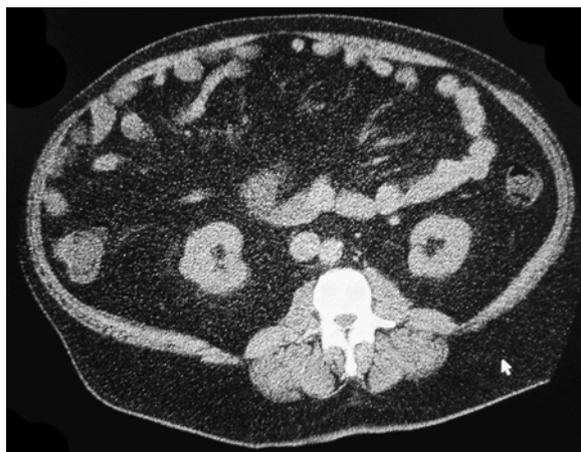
Компьютерная томография на уровне L₄—L₅: пациентка С. 1957 г. р., представлен висцеральный тип, коэффициент ВЖТ/ПКЖ составляет 0,9
